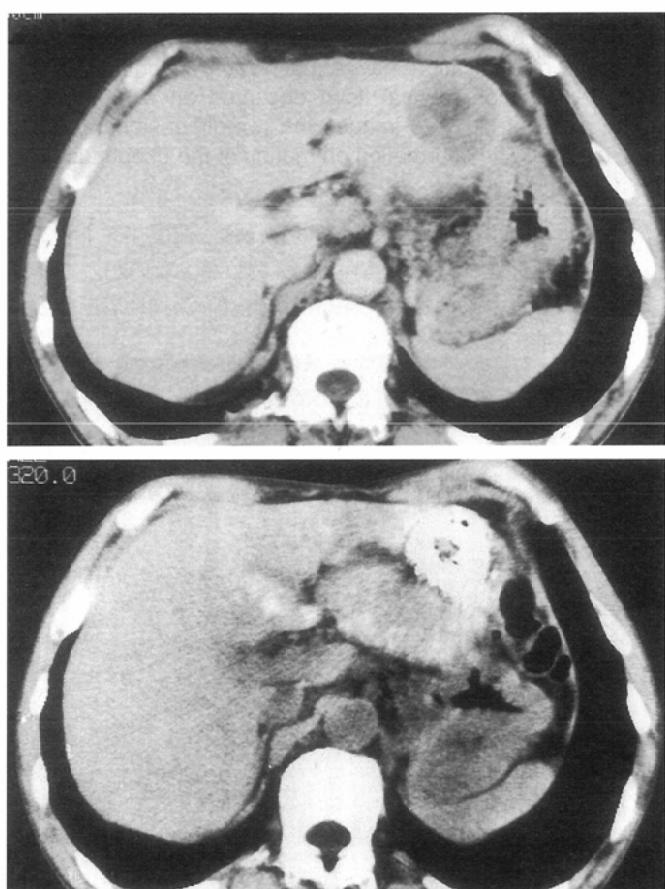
A 58-year-old man with HCC. A: CT scan demonstrates a tumor of the lateral segment of the left lobe of the liver. B: CT scan obtained 18days after BEAT shows dense accumulation of Lipiodol in the tumor. C: CT scan obtained 18days after BEAT demonstrates a deviation of the tumor to the medial and cranial side because of the atrophic change of the lateral segment caused by BEAT.
